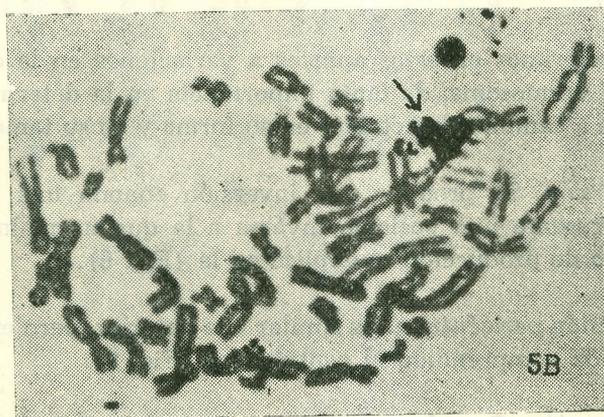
Autorradiografía de cromosomas en A todos son radioactivos en B demostración del X "retardado".
